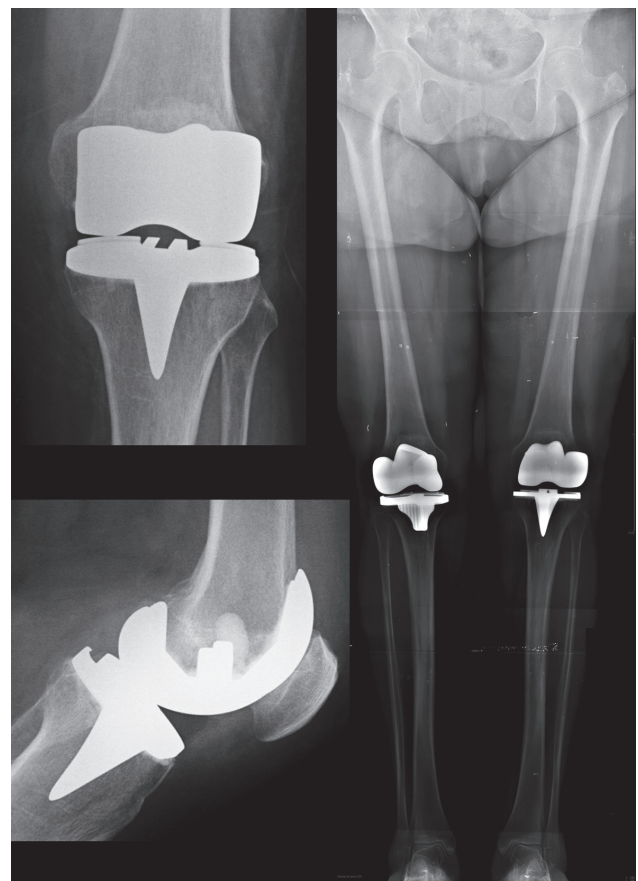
Radiografias do joelho: A) face, B) perfil, C) extralongo.
